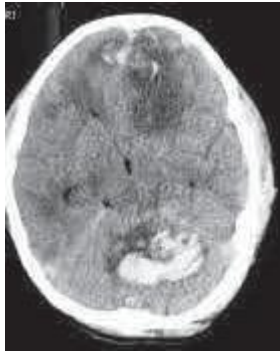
Tomografía cerebral en la que se observa contusiones múltiples con hemorragia intracerebral frontal y en cerebelo, edema cerebral y con desviación de la línea media.
